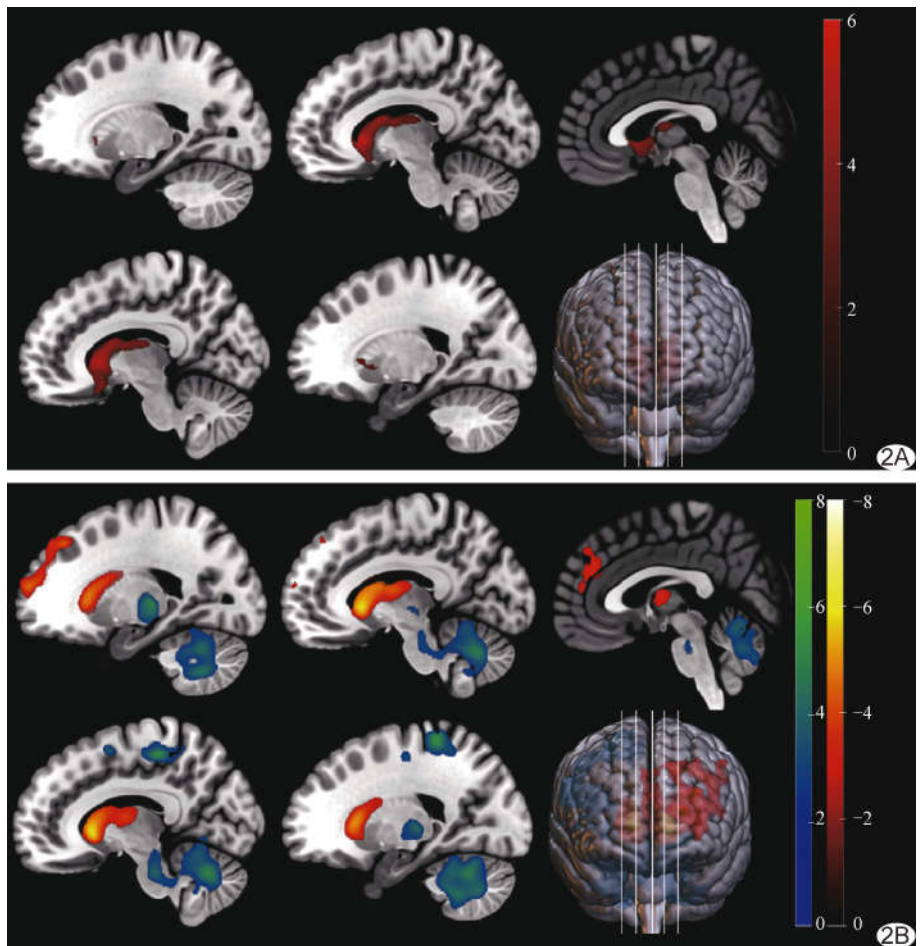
PD 患者与伏隔核  $^{11}\text{C-}\beta\text{-CFT}$  SUVR 相关脑区 A. EOPD 组; B. LOPD 组 (红、黄色表示正相关, 蓝、绿色表示负相关)
